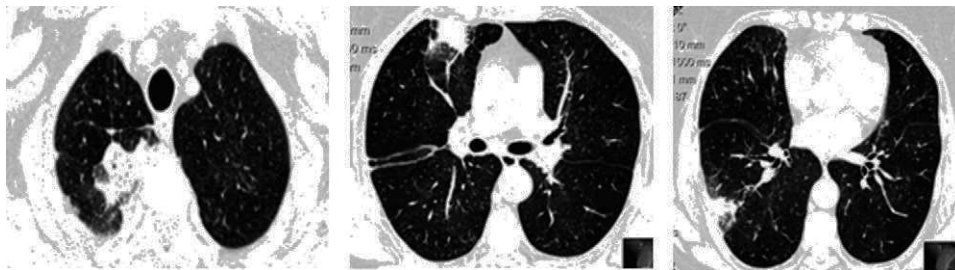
Tomografia computadorizada torácica de alta resolução – consolidações periféricas e multifocais com broncograma aéreo e padrão em vidro despolido.
